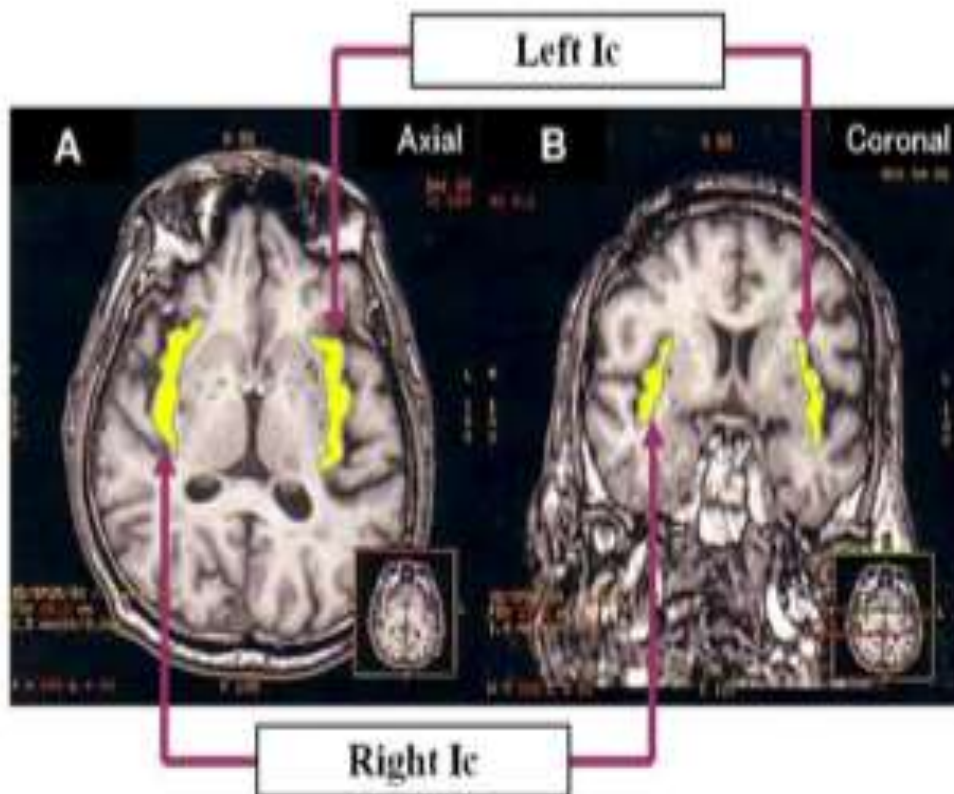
Vistas axiais e coronais de um cérebro usando ressonância magnética para visualização da região insular. Fonte: Nagai et al. [26].
